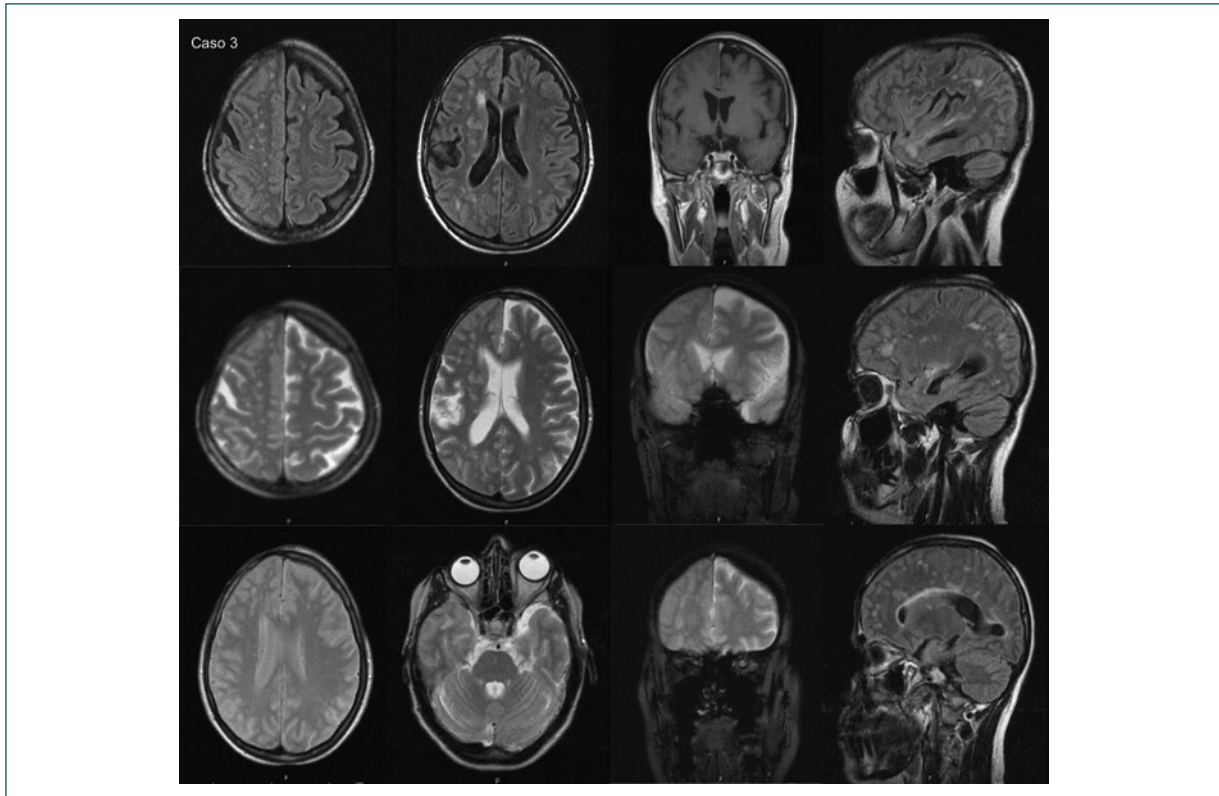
Imágenes de resonancia magnética correspondientes al caso 3. En los tejidos blandos se observa una disminución del espesor en el hemicráneo derecho, adelgazamiento óseo homolateral, con globo ocular homolateral retraído y nervio óptico plegado. En la secuencia T2 presenta múltiples lesiones hiperintensas subcorticales, a nivel frontoparietal de predominio derecho, que corresponden a lesiones de la sustancia blanca compatibles con vasculitis.
